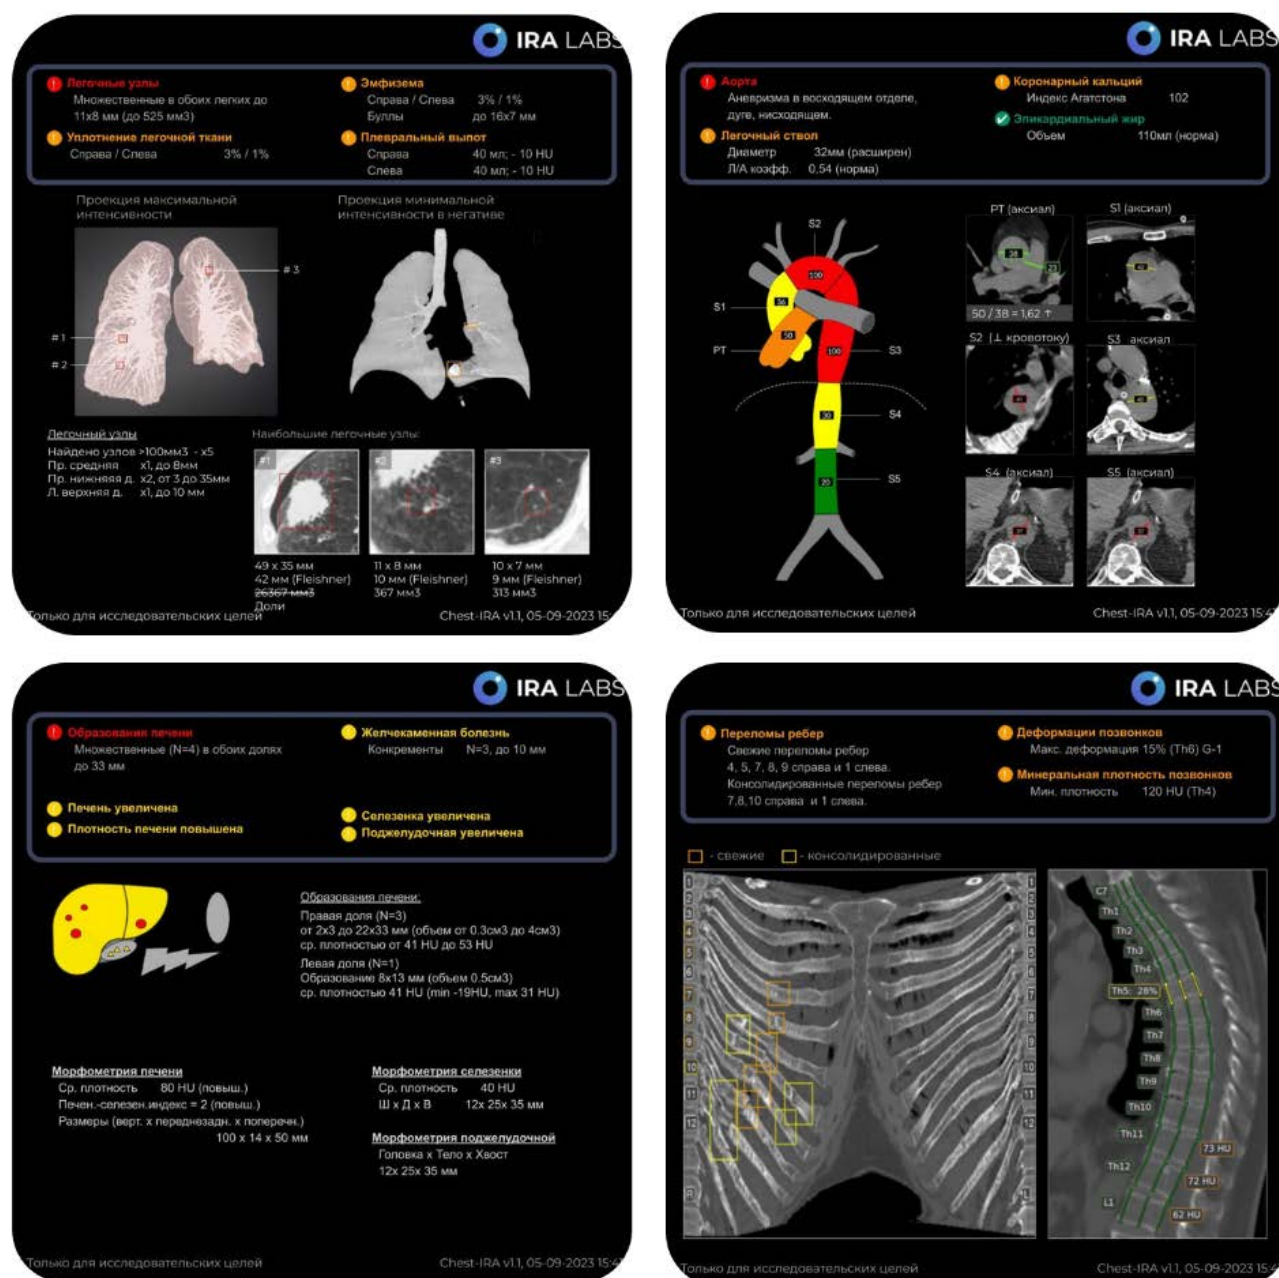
Результат обработки компьютерной томографии с помощью мультитаргетной технологии искусственного интеллекта. Для каждого КТ-исследования создаются 4 ключевые изображения, сгруппированные по следующему принципу: находки в дыхательной системе, находки в сердечно-сосудистой системе, находки в органах брюшной полости и забрюшинного пространства, находки в костной системе.
